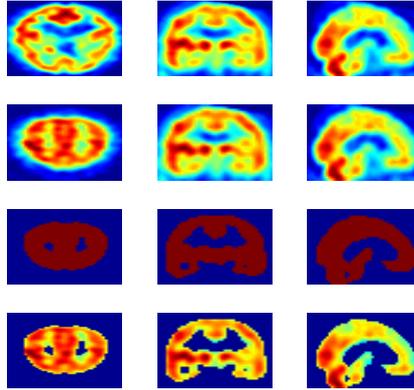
Procesado previo a la extracción de los vectores de *scores* de una imagen SPECT. *Fila superior*: Imagen original. *Segunda fila*: Imagen reducida. *Tercera fila*: Mascara de intensidad. *Fila inferior*: Imagen reducida una vez aplicada la mascara de intensidad
